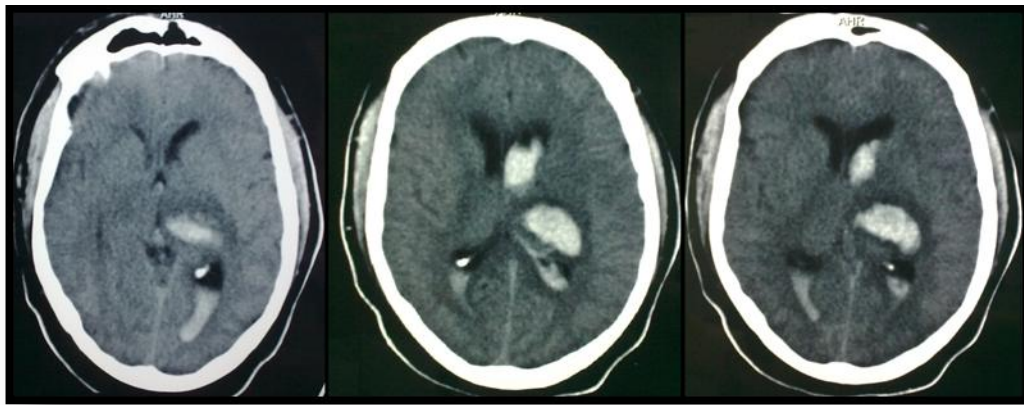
TAC cerebral sin contraste: hemorragia intracerebral talámico-capsular izquierda con vaciamiento a ventrículo (archivo HUAP).
